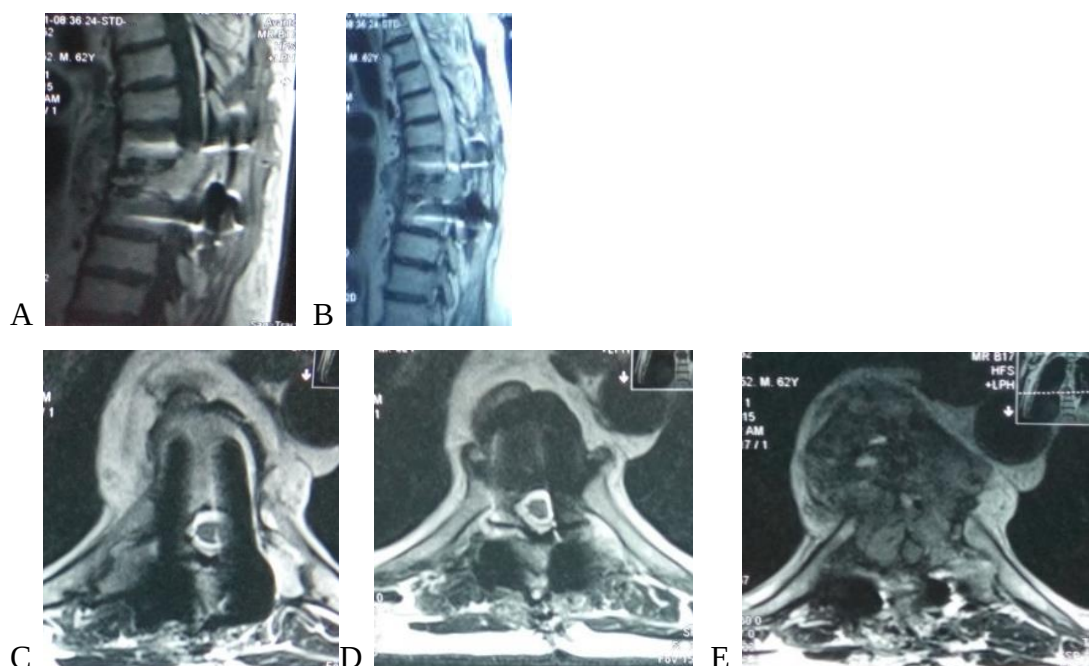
RMN toracică de control A, B, C, D, E: A – secțiune sagitală T1w; B – secțiune sagitală toracică T2w fixare transpediculară Th7-Th9 cu laminectomie decompresivă Th8; C, D – secțiuni axiale de poziționare corectă a șuruburilor în corpurile vertebrale; E – secțiune axială a corpului Th8 cu prezența cancerului, cu invadarea canalului spinal și compresie medulară severă la acest nivel.
